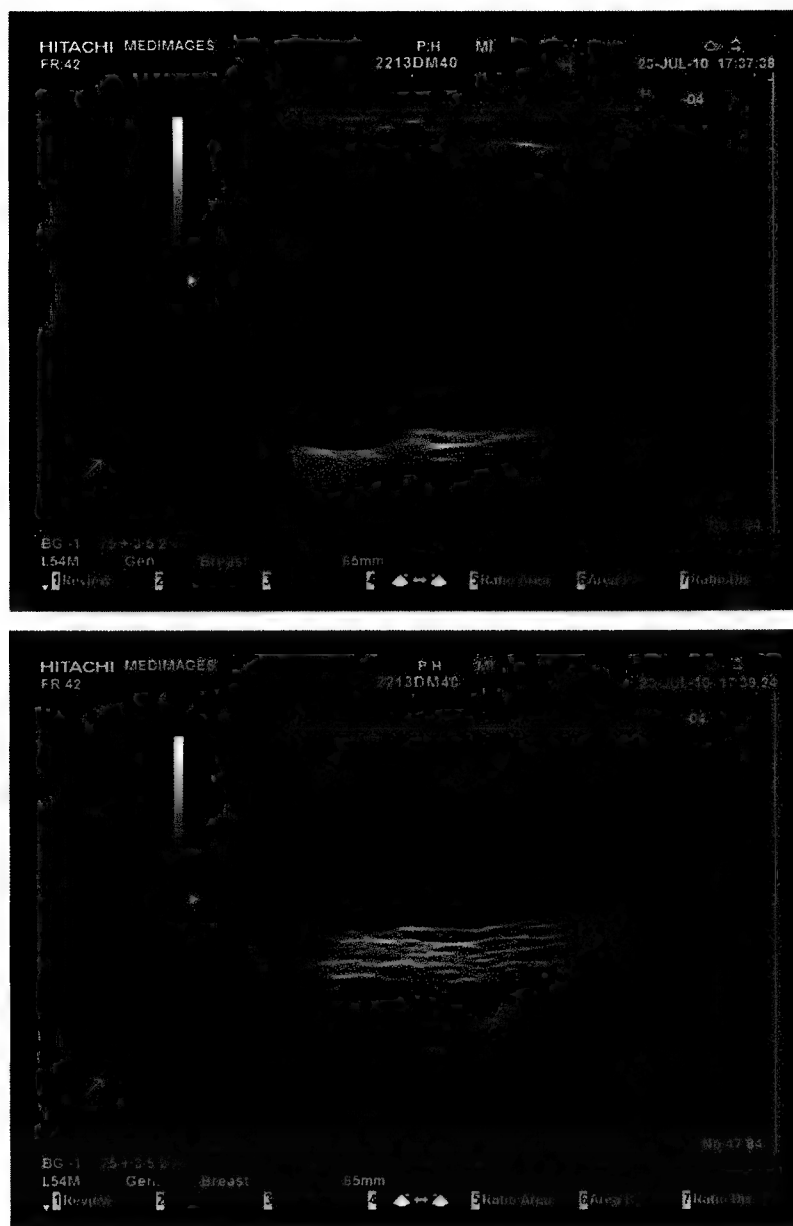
Aspirarea ecografică ghidată a unui chist simplu (a,b).
